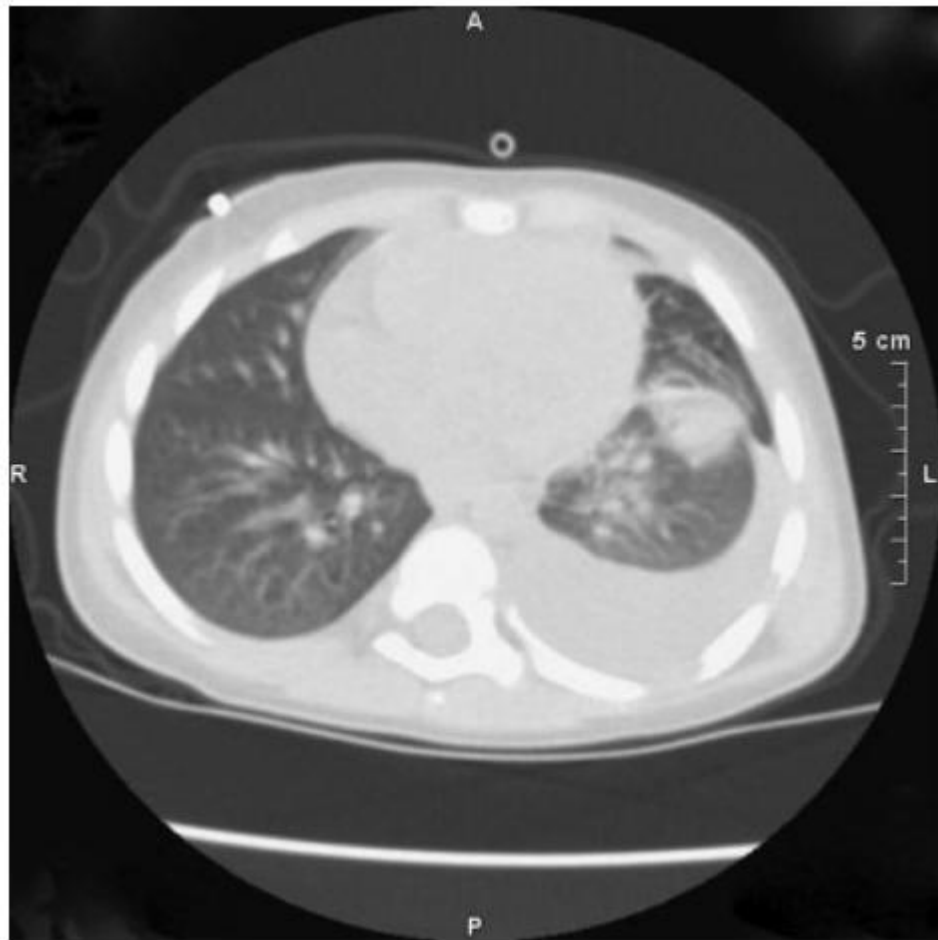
Аксіальні зображення КТ грудної клітки демонструють великий плевральний випіт та інфільтрат лівої нижньої частки у 3-річного хлопчика із синдромом Віскотта-Олдріча після трансплантації кісткового мозку з легенеvim аспергільозом
